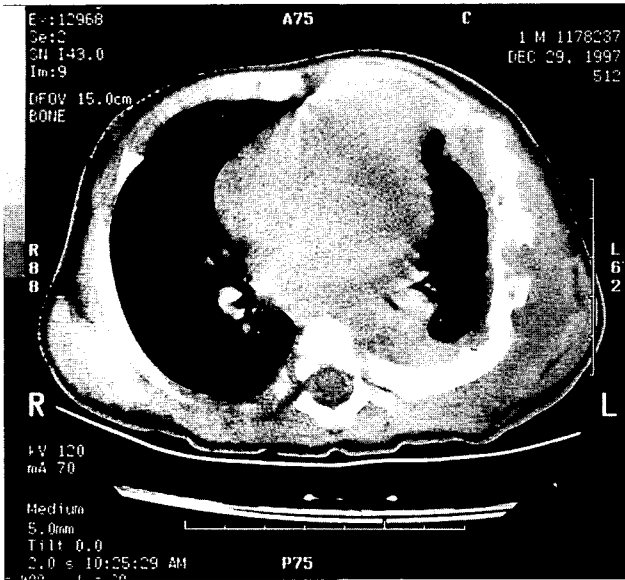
Postoperative chest CT scan
